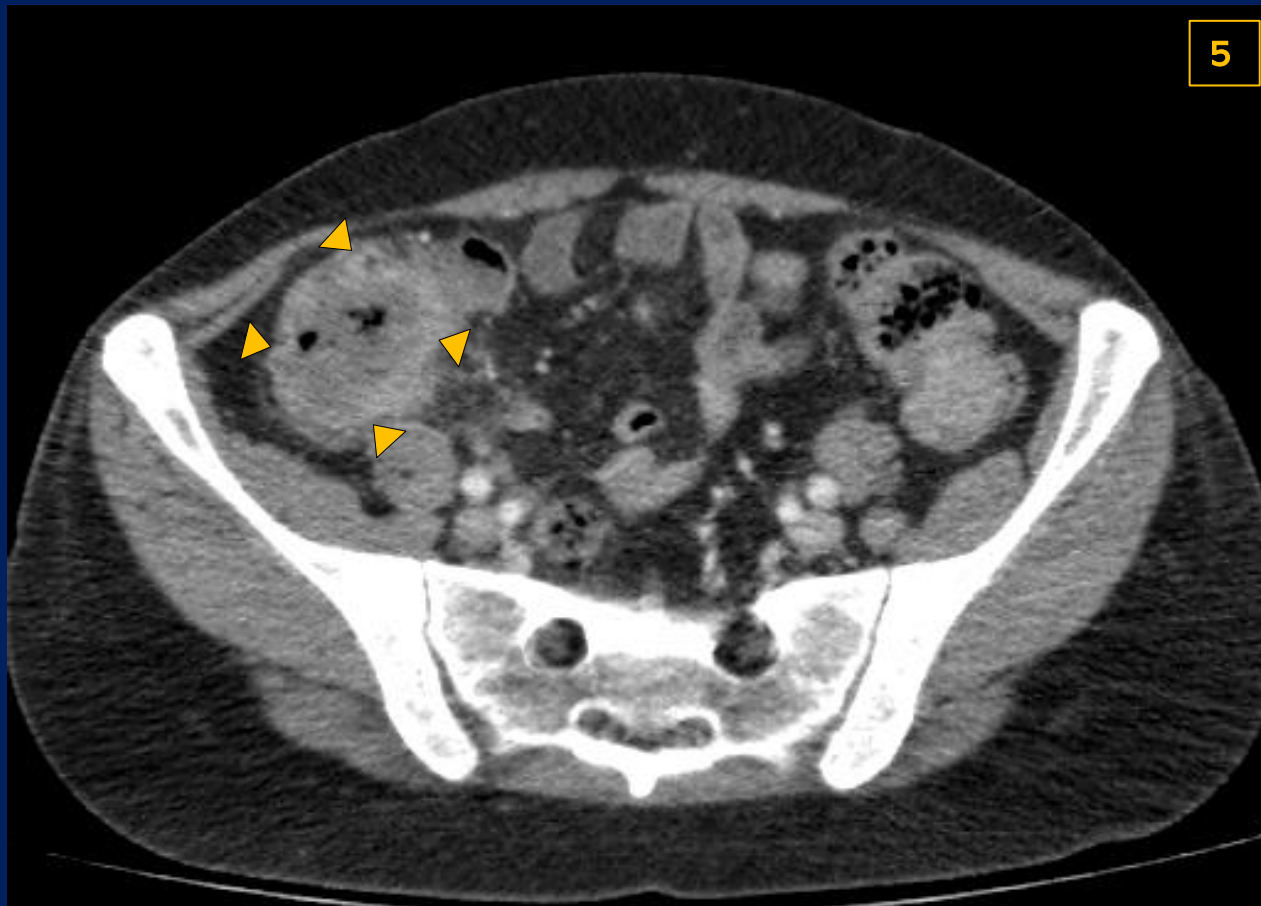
Tomografía de abdomen con contraste ev. en reconstrucción axial donde se observa engrosamiento parietal e irregular del ciego (puntas de flecha) asociado a rarefacción de planos grasos pericolicos.
